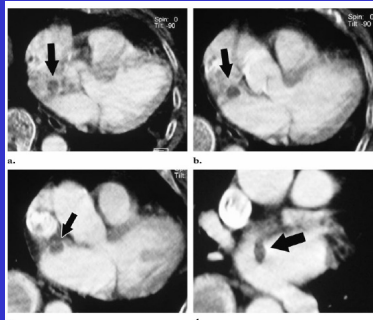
Saddle clot passing through a patent foramen ovale in a 70-year-old woman who presented with PA hypertension secondary to massive acute PE. Axial CT pulmonary angiograms show a saddle clot (arrow) passing from the right atrium (a) through a patent foramen ovale (b) into the left atrium (c, d).
